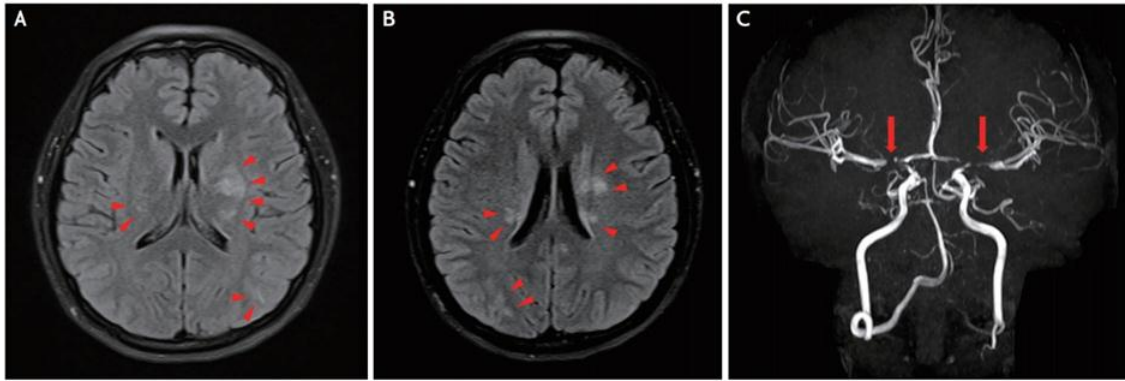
MRI Findings in Moyamoya.
